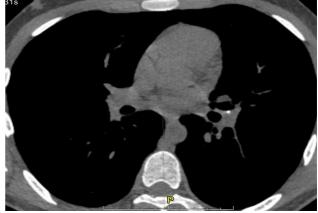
Компьютерная томограмма ребенка А., 14 лет. Мелкие кальцинаты в бифуркационной группе ВГЛУ и бронхопульпомальной группе внутригрудных лимфатических узлов слева
